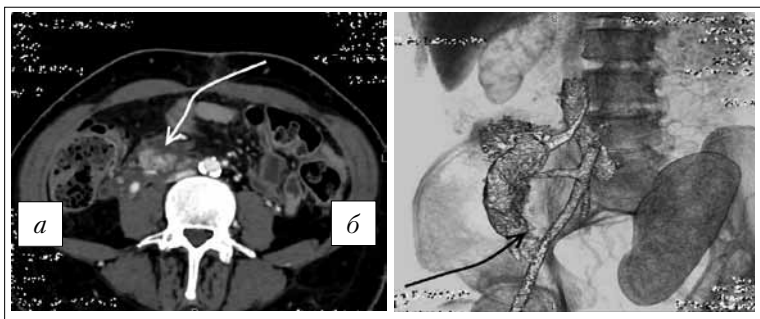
МСКТ с контрастным усилением: *а* — аксиальный срез, *б* — 3D реконструкция данных. В области хвоста ТПЖ определяется зона панкреонекроза (стрелки)
